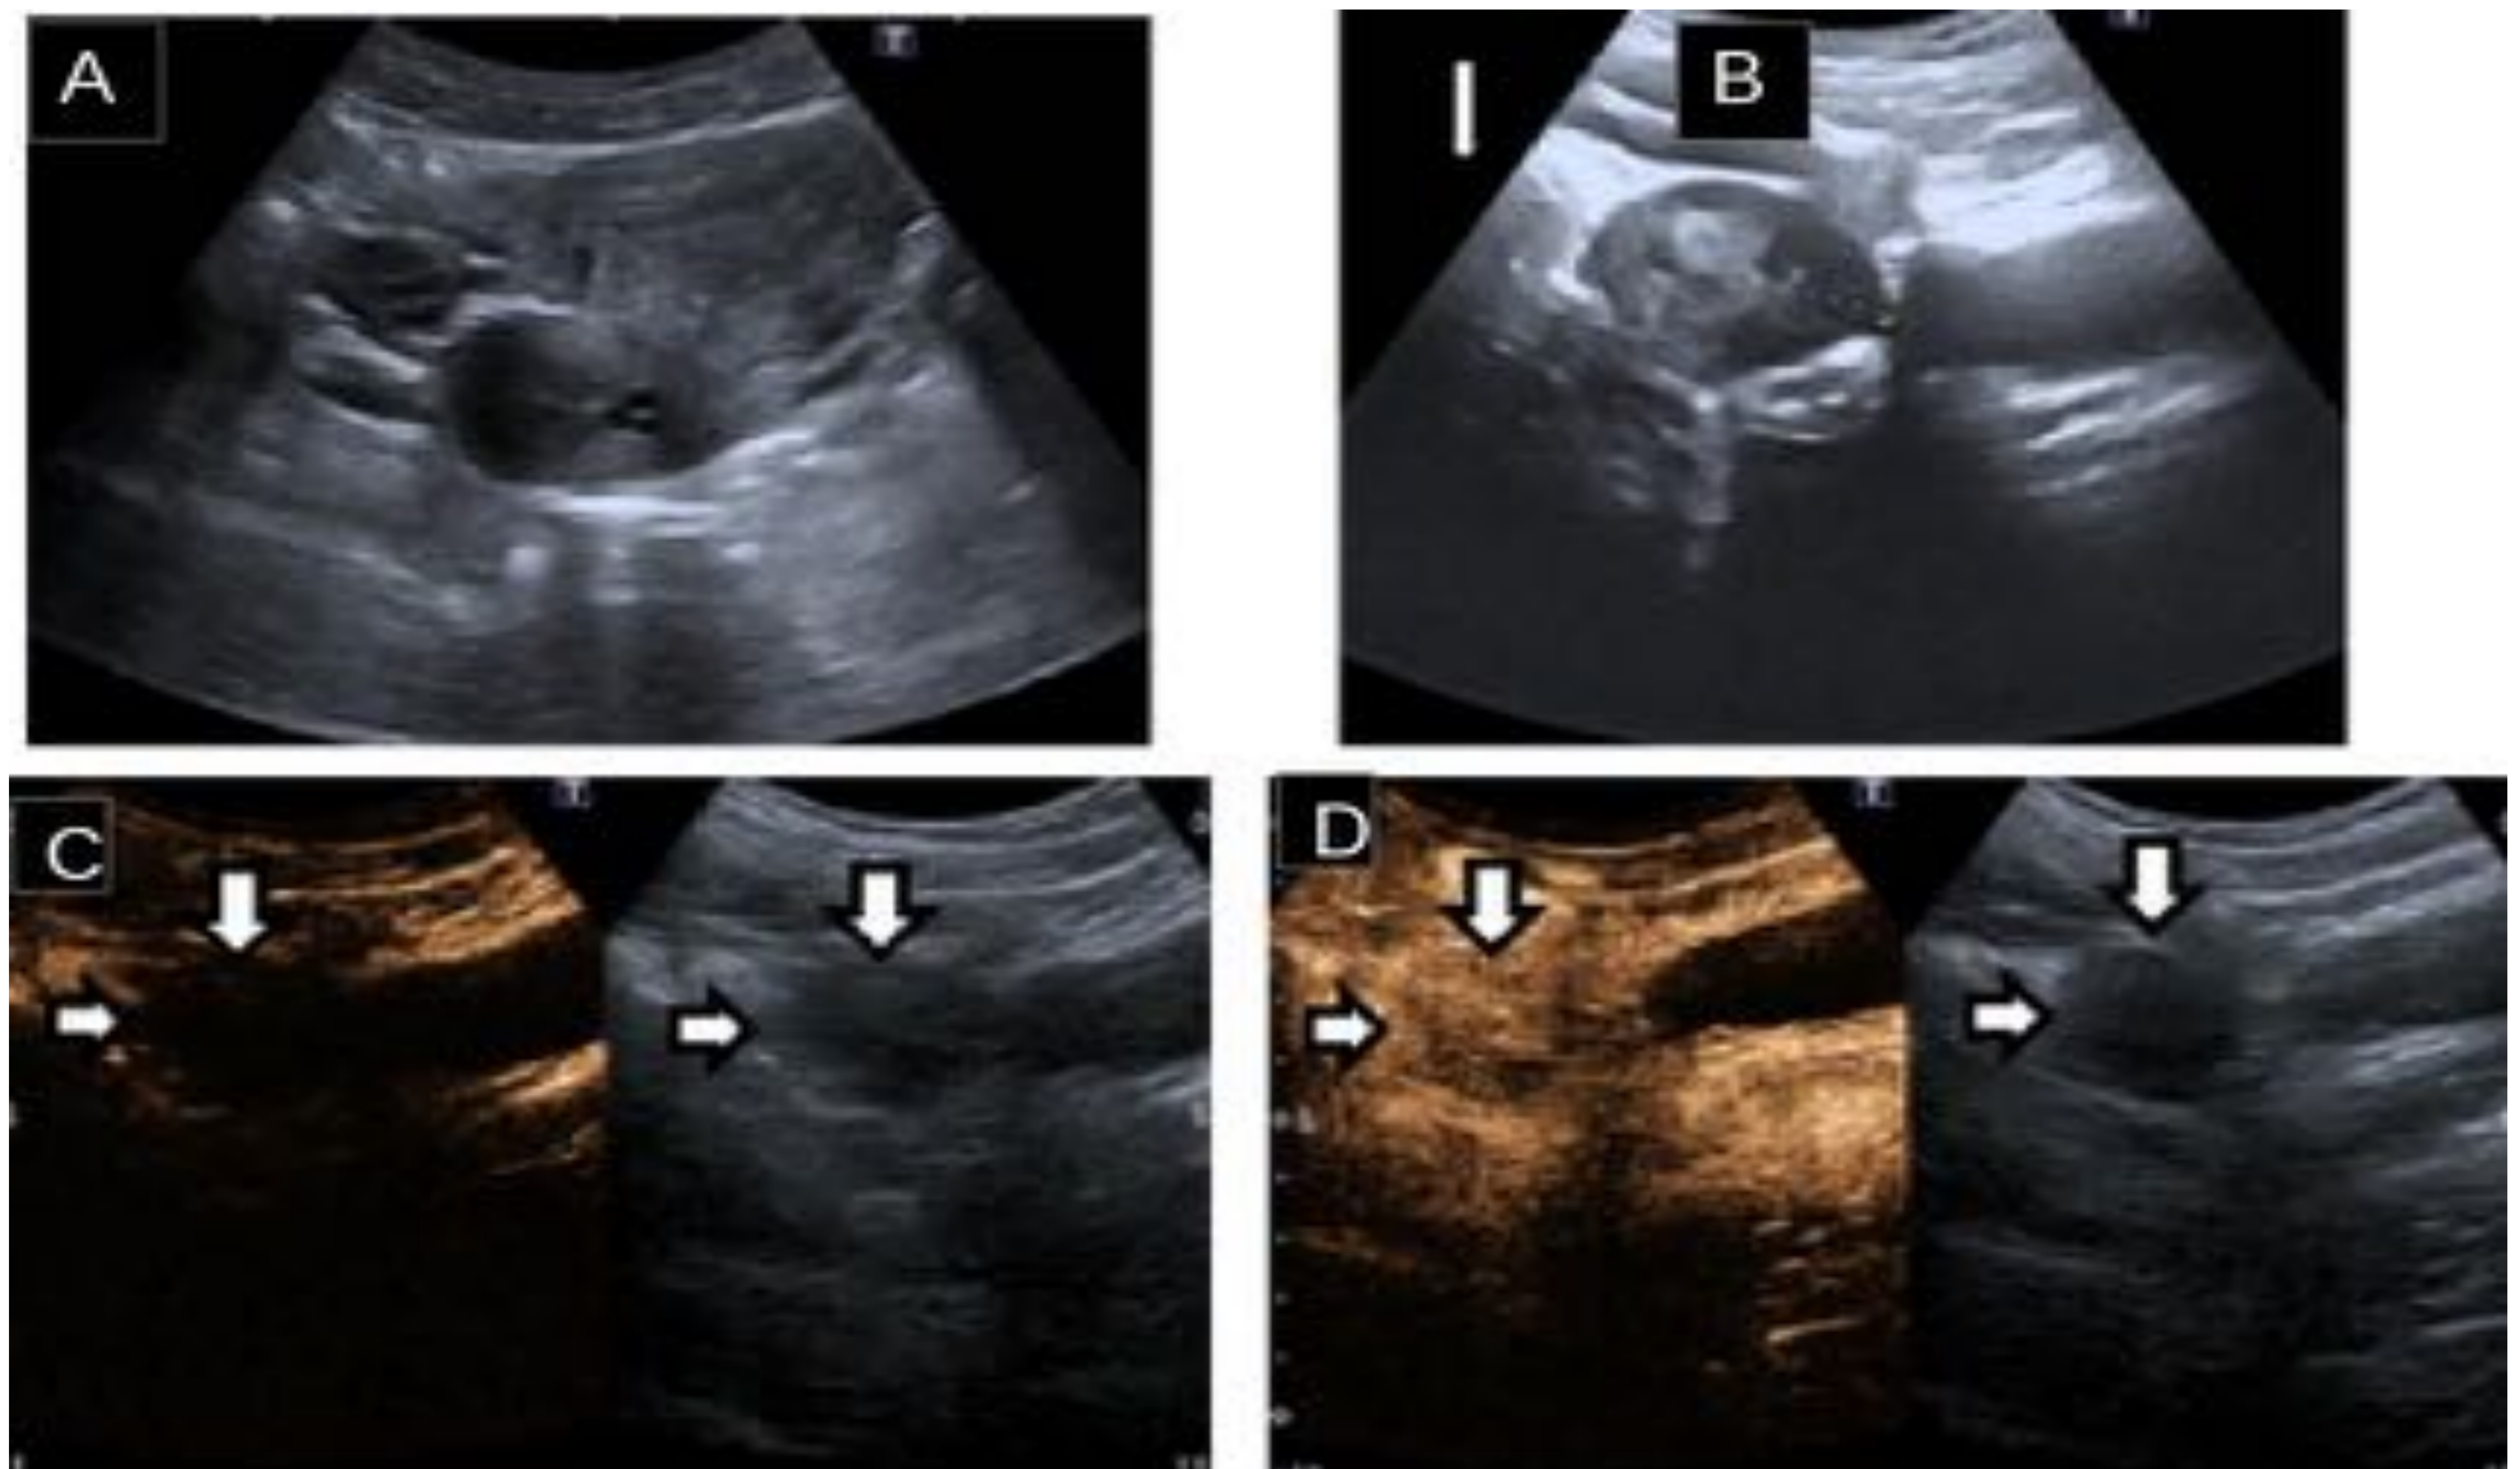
Mujer de 35 años con dolor en hipogastrio. A y B) Ecografía en modo B: Ovario derecho de 3,7 cm con folículos centrales y periféricos. C y D. Ecografía con contraste C) a los 4 y D) a los 47 segundos: captación homogénea de contraste en el ovario. Ovario normal.
